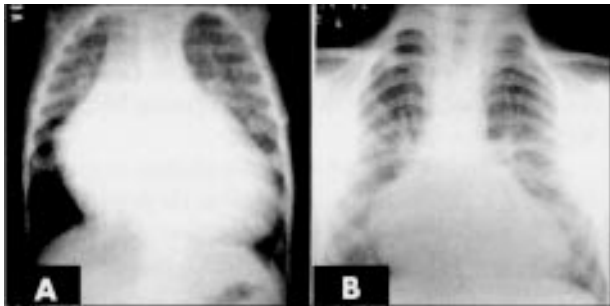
Caso 1 - Radiografia de tórax salienta a acentuada cardiomegalia em período prévio à operação corretiva (A) e a nítida diminuição do coração 18 meses após a mesma (B)
